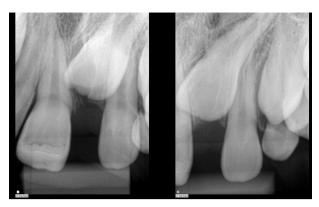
Radiografia periapical da região do dente 11 em acompanhamento de 10 meses.
